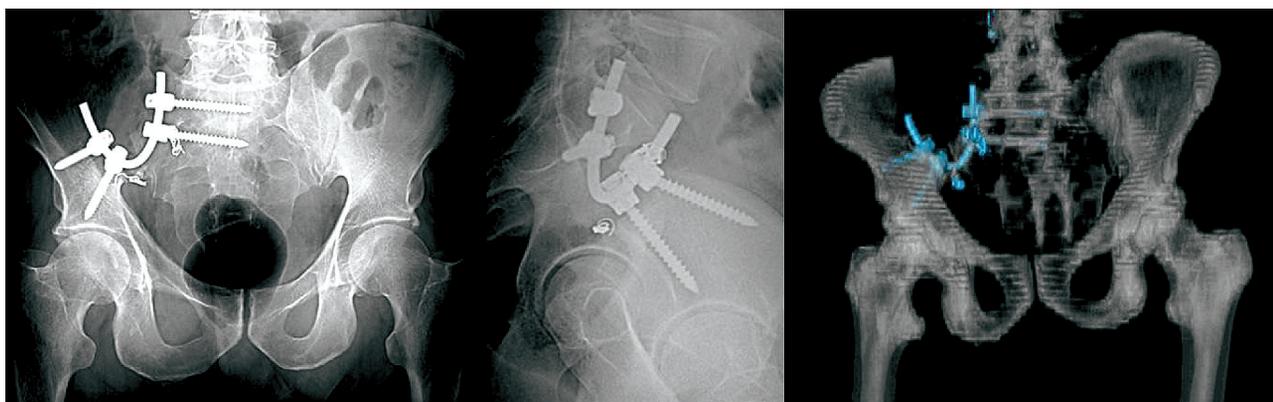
Рентгенограммы и компьютерная реконструкция после операции. Вариант фиксации полиаксиальных винтов в крестец
